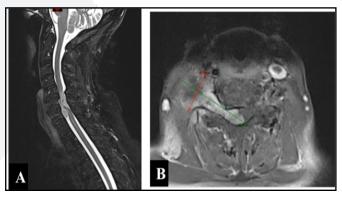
IRM du rachis cervical.
